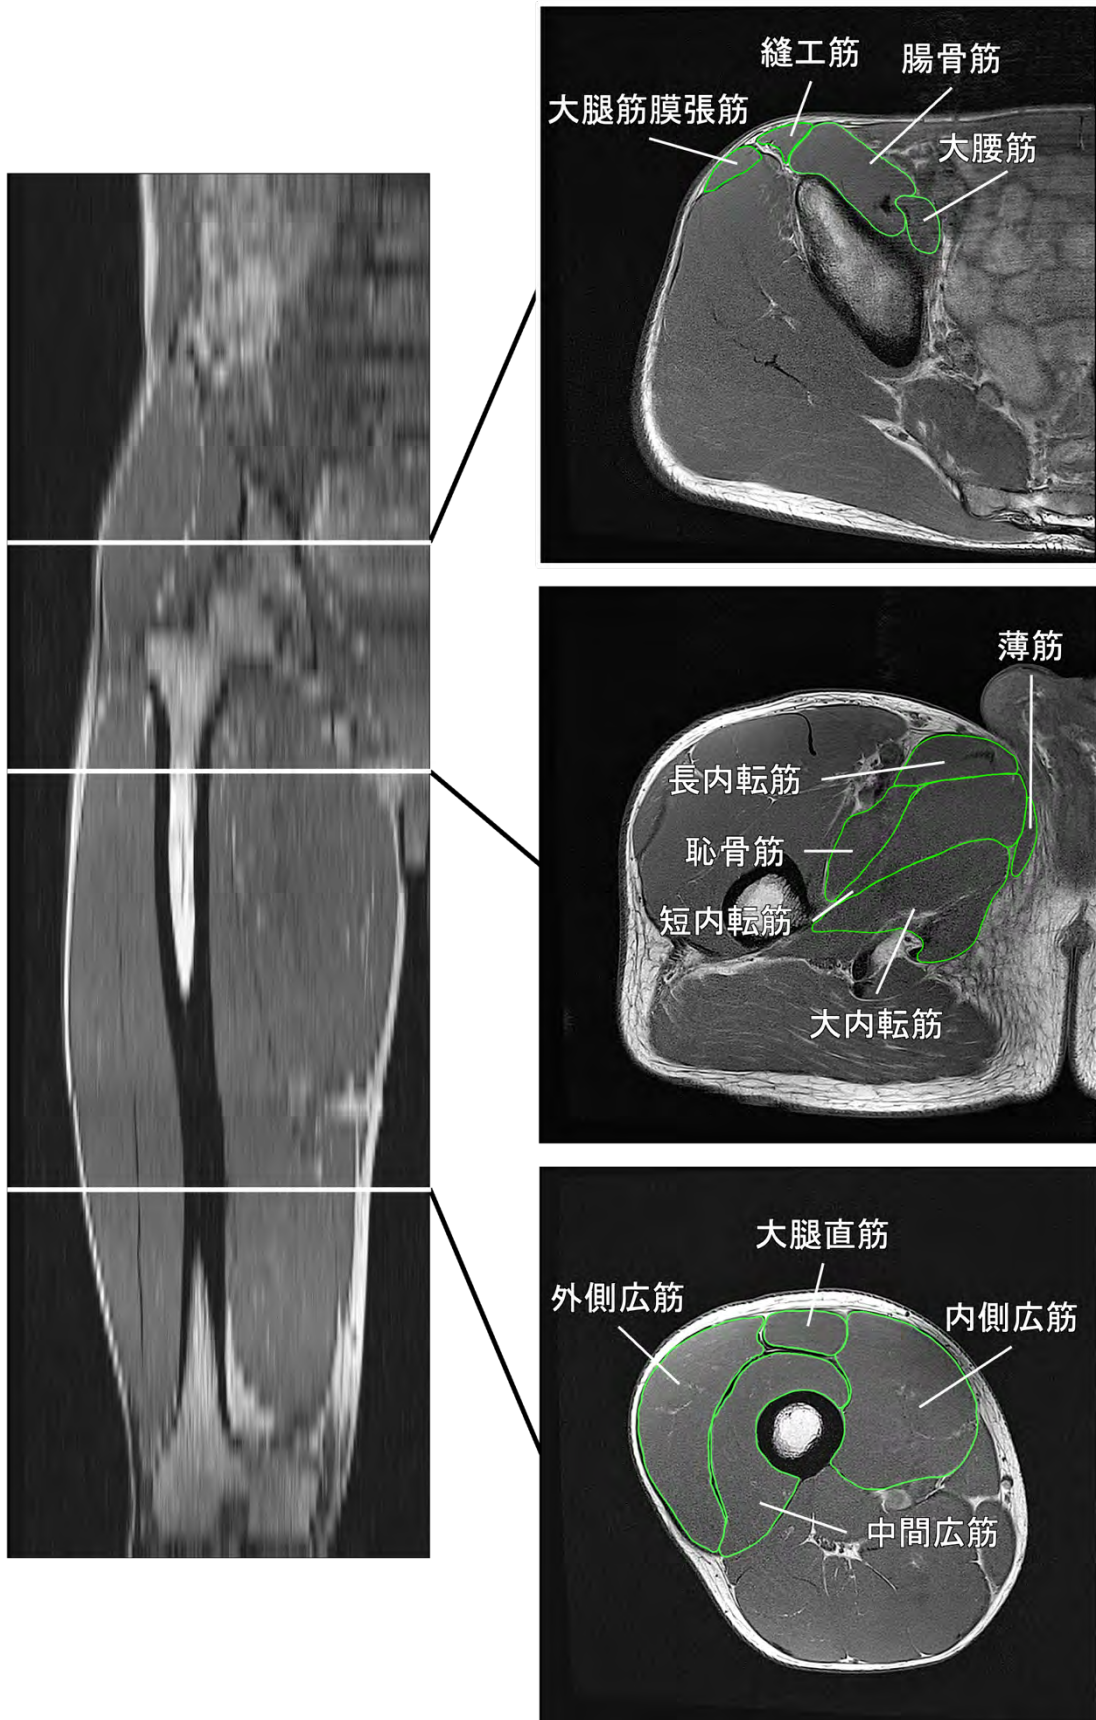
前額面の MRI および解析対象筋を示した解剖学的断面積の一例
